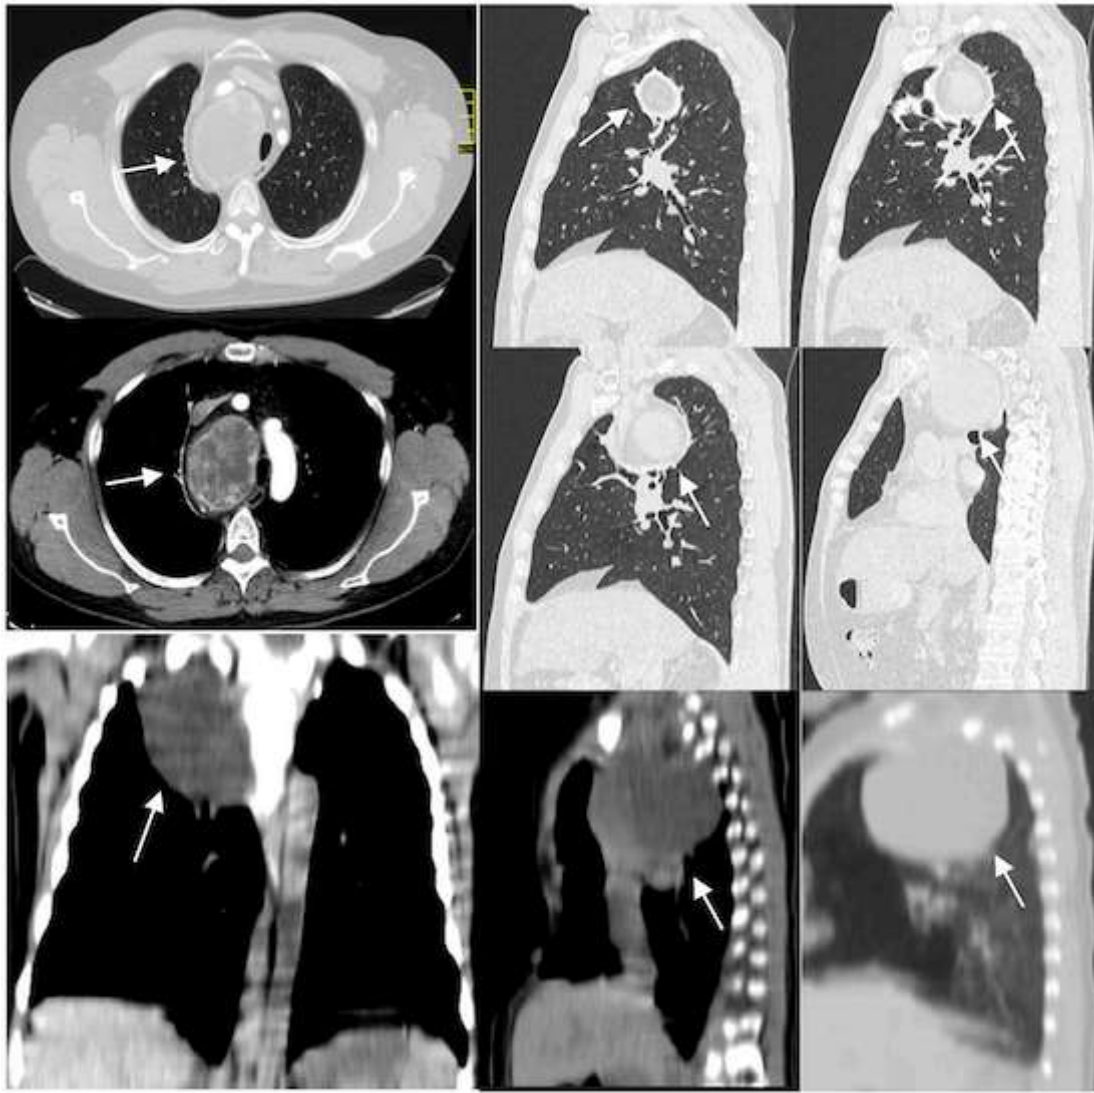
Tomografía computarizada cervicotorácica con contraste muestra una masa realzada no heterogénea en el lado derecho del mediastino corte axiales, sagital y coronal. Localización del bocio intratorácico endotorácico primario (flechas blancas).
